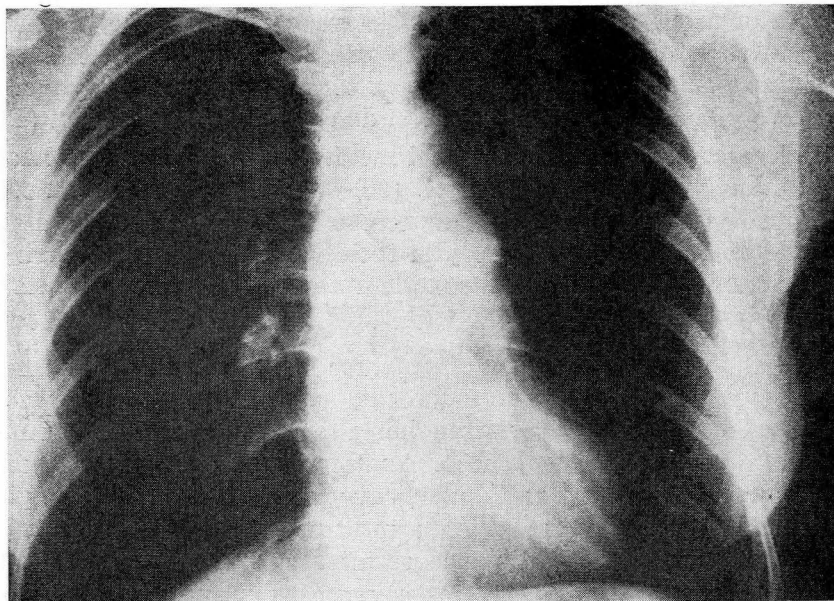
Radiografía antero-posterior de tórax en la que se aprecia una tumoración redondeada a nivel del hilio pulmonar izquierdo que resultó corresponder a una masa ganglionar linfática afecta de una hiperplasia folicular linfoide (E. DE CASTLEMAN).
